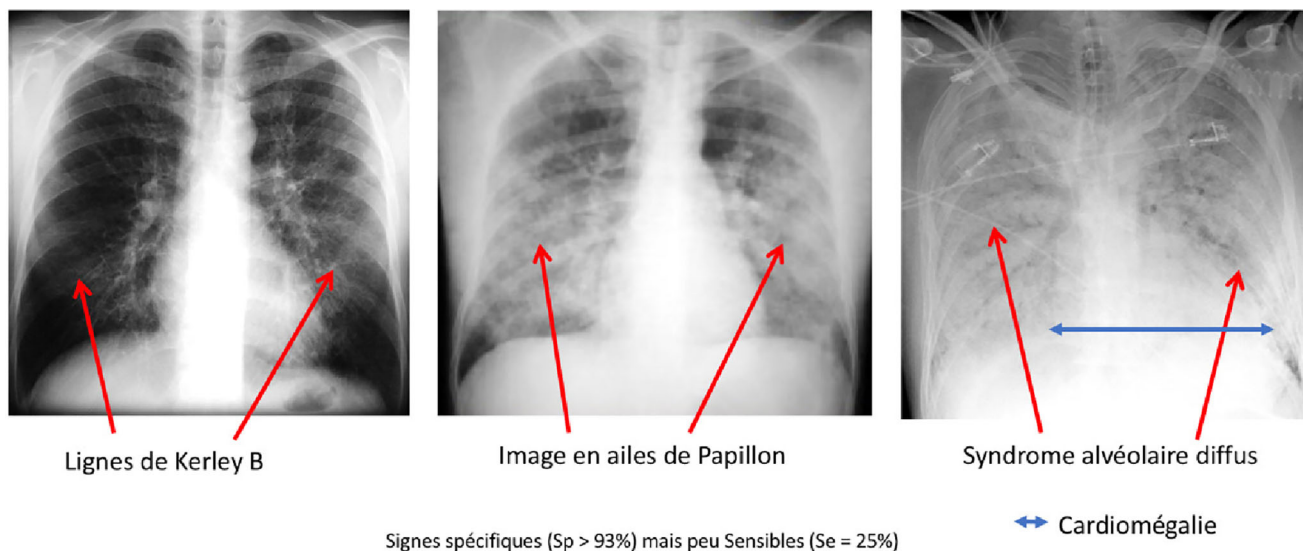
Aspects radiographiques des signes retrouvés dans les SICA (iconographies des auteurs)
